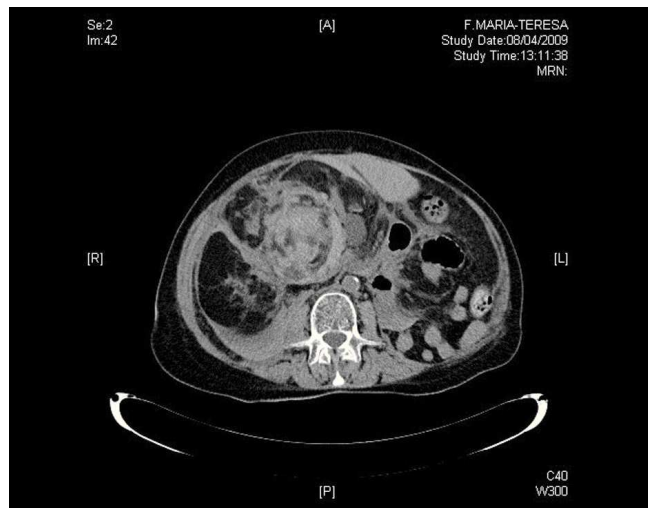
Corte de tomografía computarizada abdominal. Masa heterogénea de densidad grasa sugestiva de angiomiolipoma y colección hemática adyacente.
